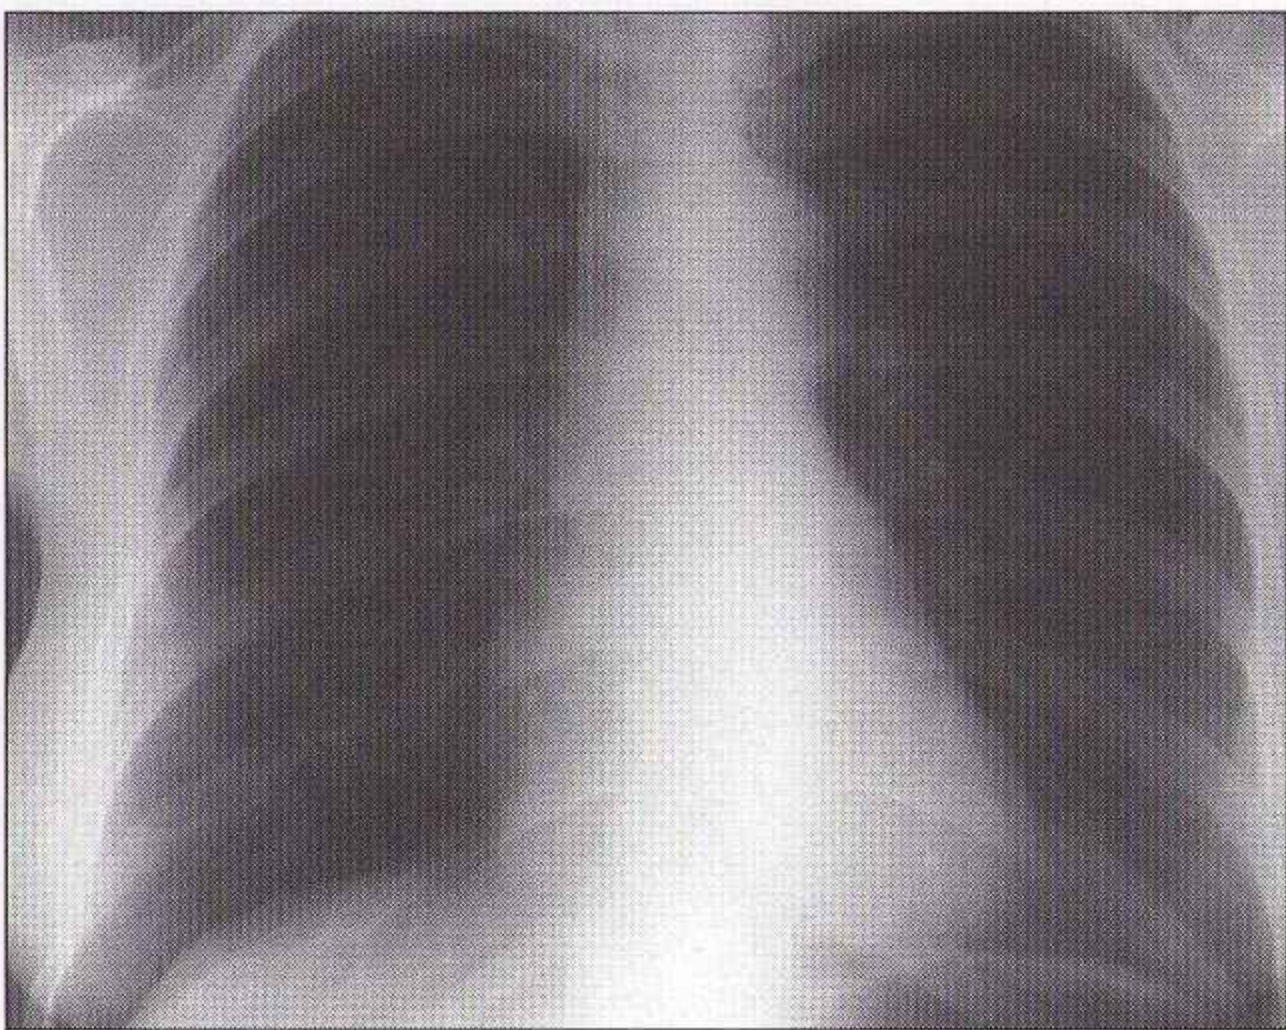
Cette patiente se plaignait d'avoir avalé son dentier. Pas de corps étranger visible sur cette radiographie du thorax de face postéroantérieure. Patiente autorisée à sortir.
